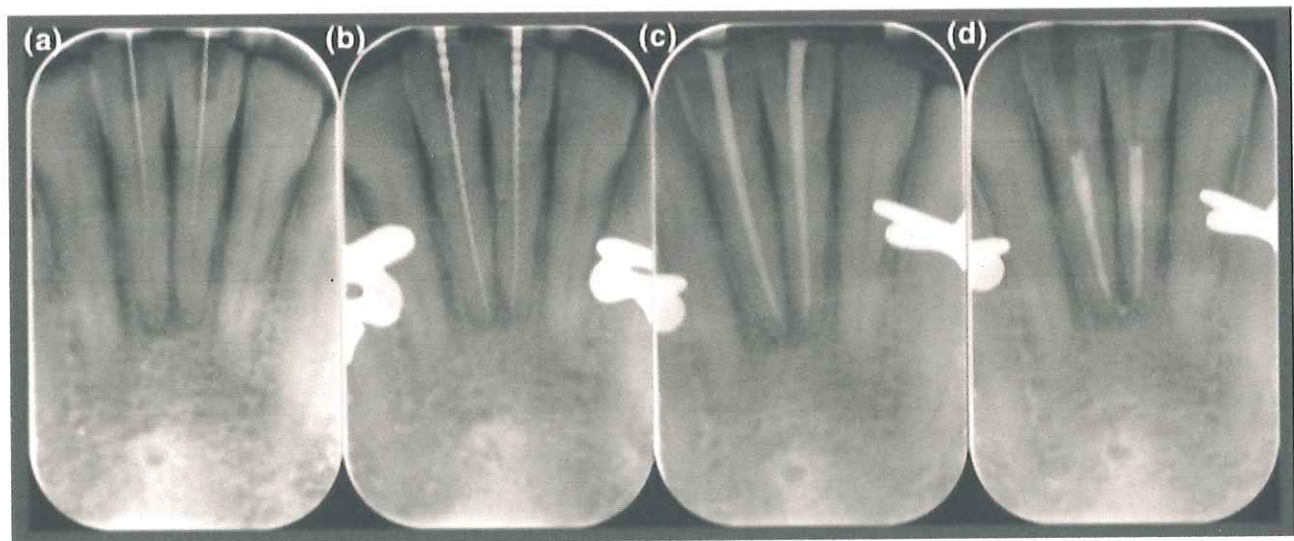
a) Localización de conductos, b) Longitud de trabajo, c) Prueba de obturación, d) Radiografía final. (1)
